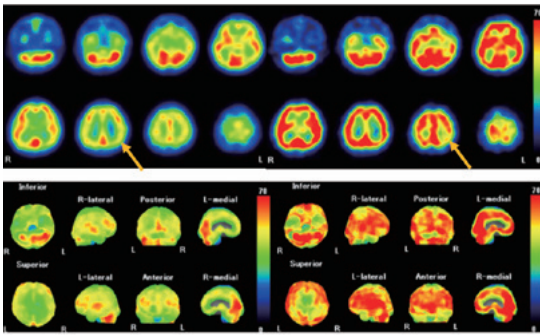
Patlak plot法による脳血流SPECT定量画像
